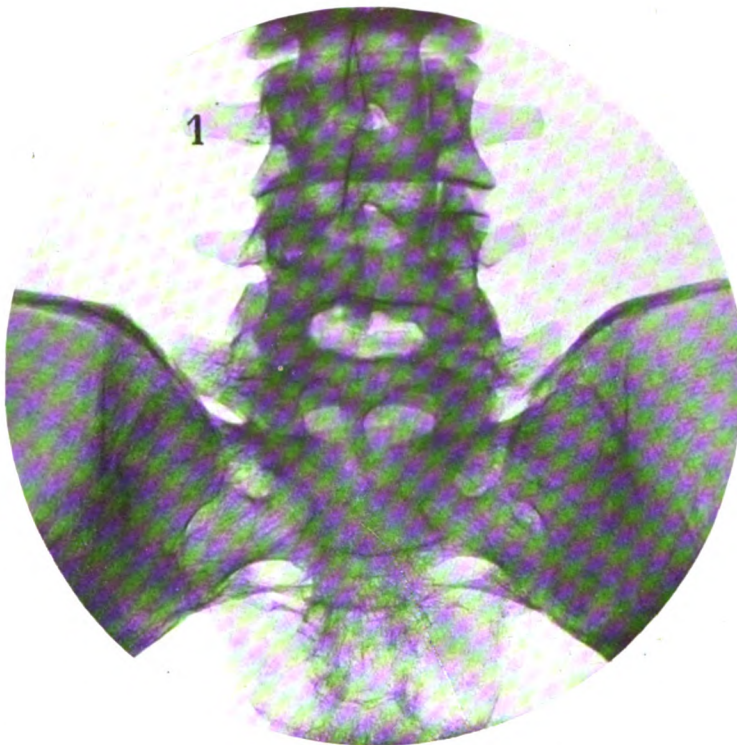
Radiographie de la V^e lombaire. — 1, technique habituelle. Corps vertébral déformé, diminué de hauteur, bord supérieur et bord inférieur indistincts. Apophyses transverses au contact des os iliaques. Aspect soudé des 4^e et 5^e vertèbres.
